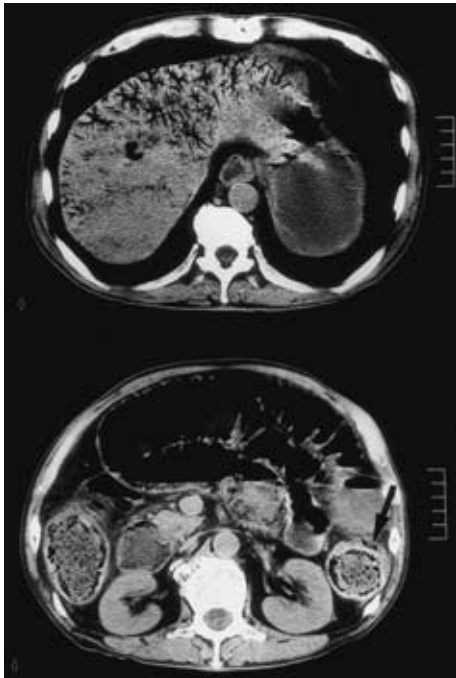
Abdominal CT scan of case 1 showing the improvement of HPVG in hepatic lobes [ top ] and the disappearance of gas in the wall of the colon [ bottom ]( 60 hours after the first CT ( Fig. 2 ))
